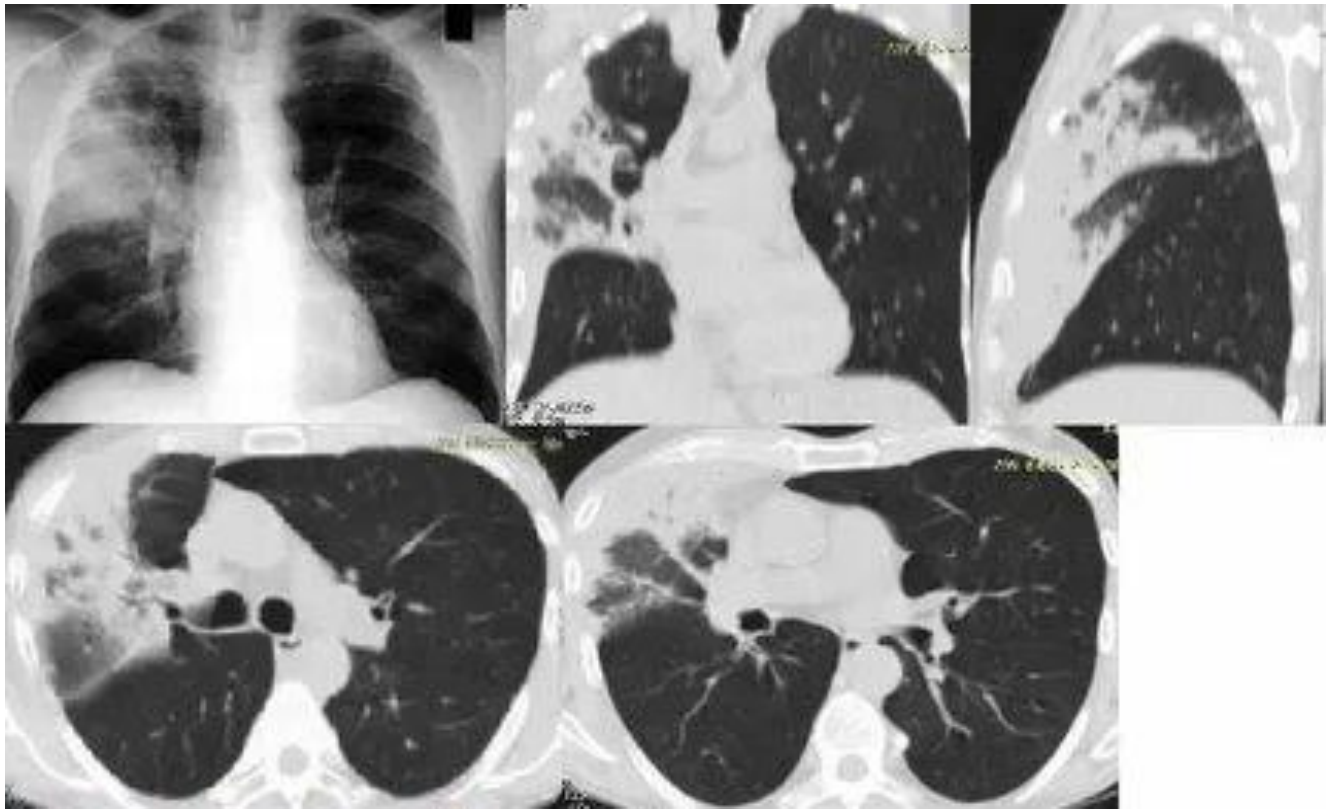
Вирусно-бактериальная ВП при рентгенологическом и КТ-исследования органов грудной клетки
